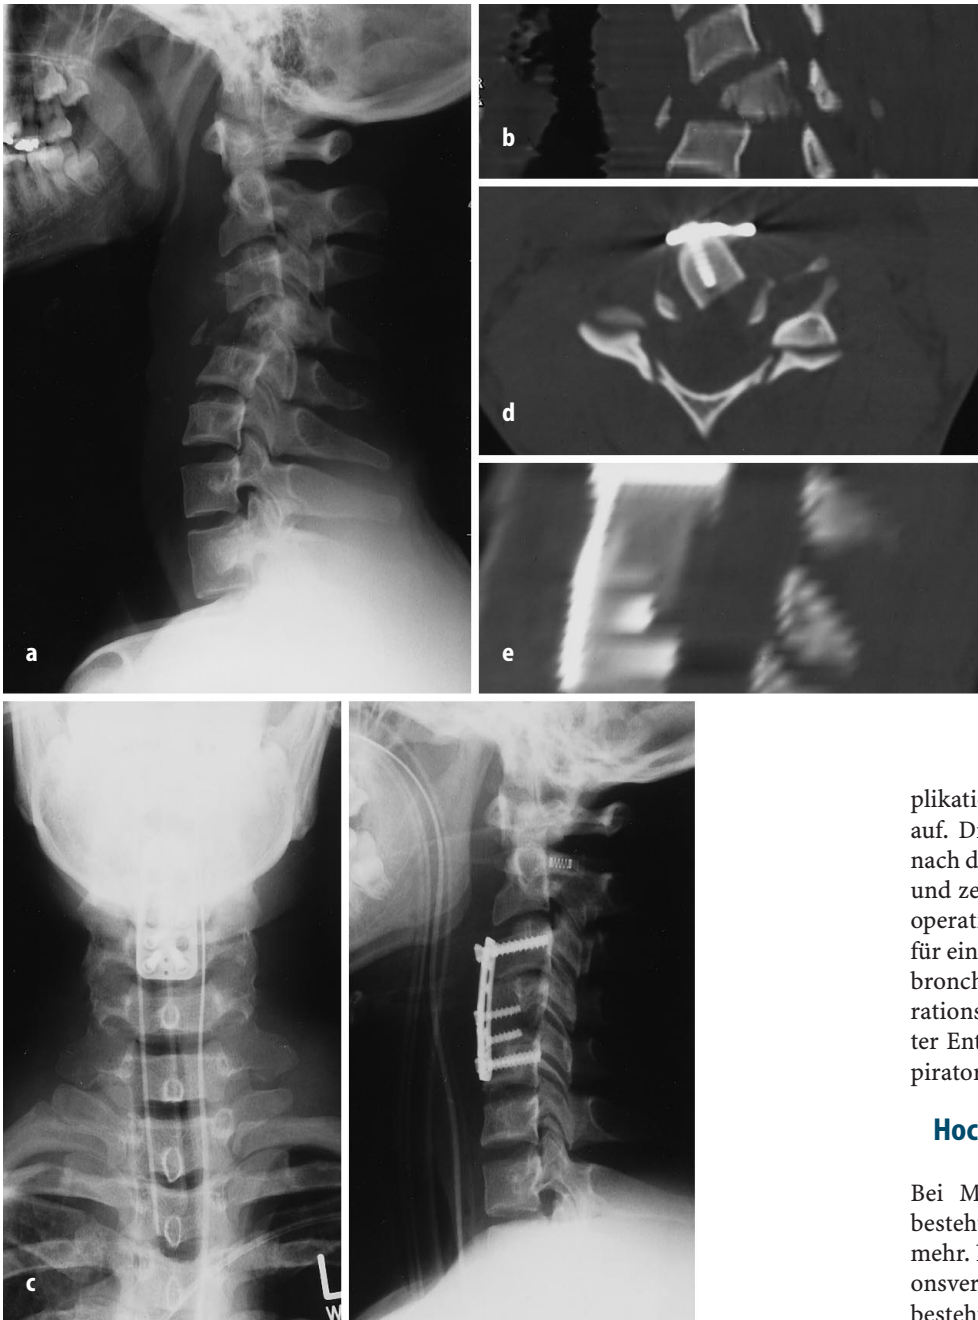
a–e ◀ 17-jähriger Patient nach Kopfsprung in das flache Wasser, sofortige komplette Pflege. a Luxationsfraktur des 4. Halswirbels. b In der CT-Darstellung und seitlichen Rekonstruktion Kompletter Verlegung des Spinalkanals. c Sofortige Reposition mit ventraler Ausräumung des 4. Halswirbels. d Interposition eines trikortikalen Beckenkammspanns und e Stabilisierung mit Titan-Casper-Platte mit bikortikal greifenden Schrauben. Im CT und in der seitlichen Rekonstruktion ist die vollständige Dekompression des Spinalkanals erkennbar
